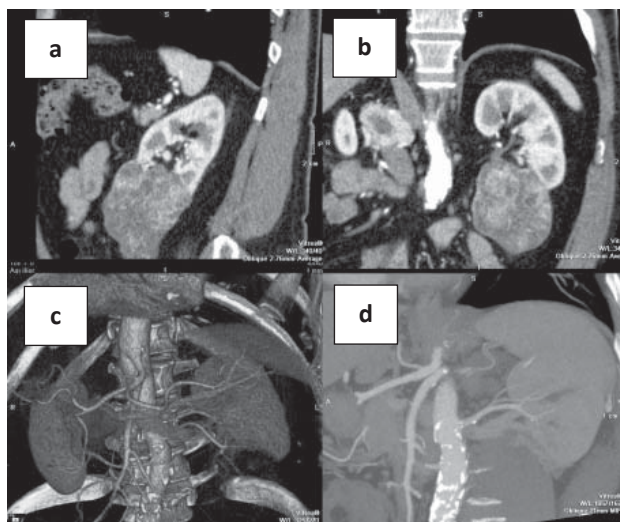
СКТ-ангиография пациента с опухолью нижнего полюса левой почки: а – сагитальная плоскость; б – фронтальная плоскость; в – 3D-реконструкция; г – 13 месяцев после операции, фронтальная плоскость.
